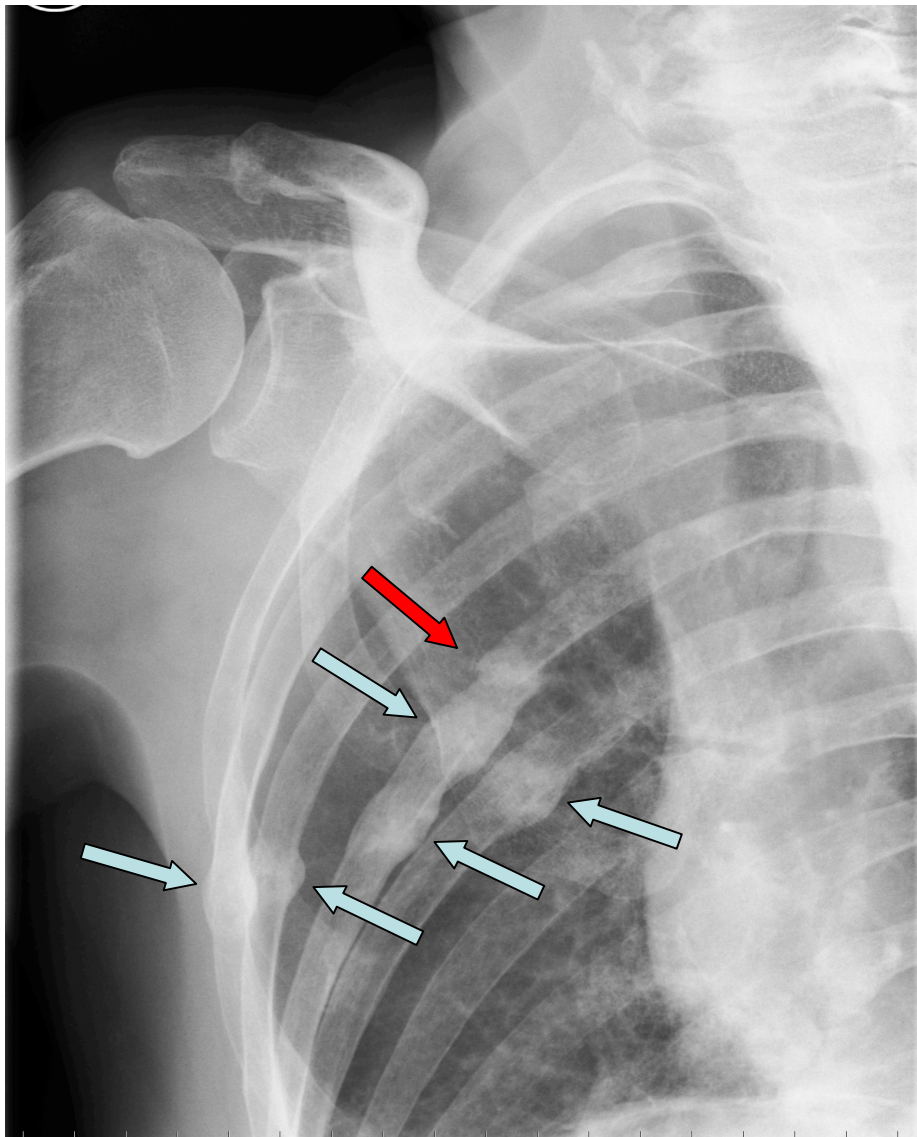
multiple osteoblastische Knochenmetastasen (blaue Pfeile) mit pathologischer Fraktur (roter Pfeil) im konventionellen Röntgenbild bei einer 70-jährigen Patientin mit Tubenkarzinom
